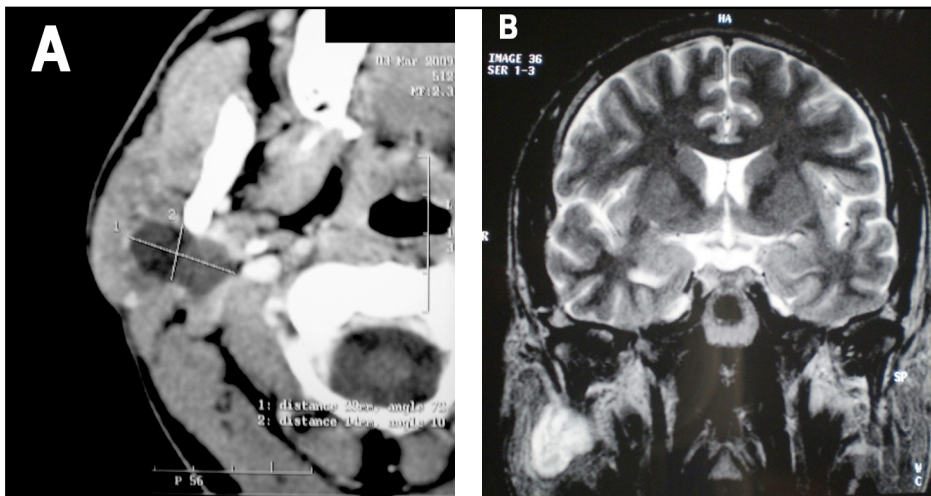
A) Tomografía axial computarizada, B) Resonancia nuclear magnética en T2 de paciente 1. Se observa masa quística intraparotídea derecha de 3 x 3 cm.
